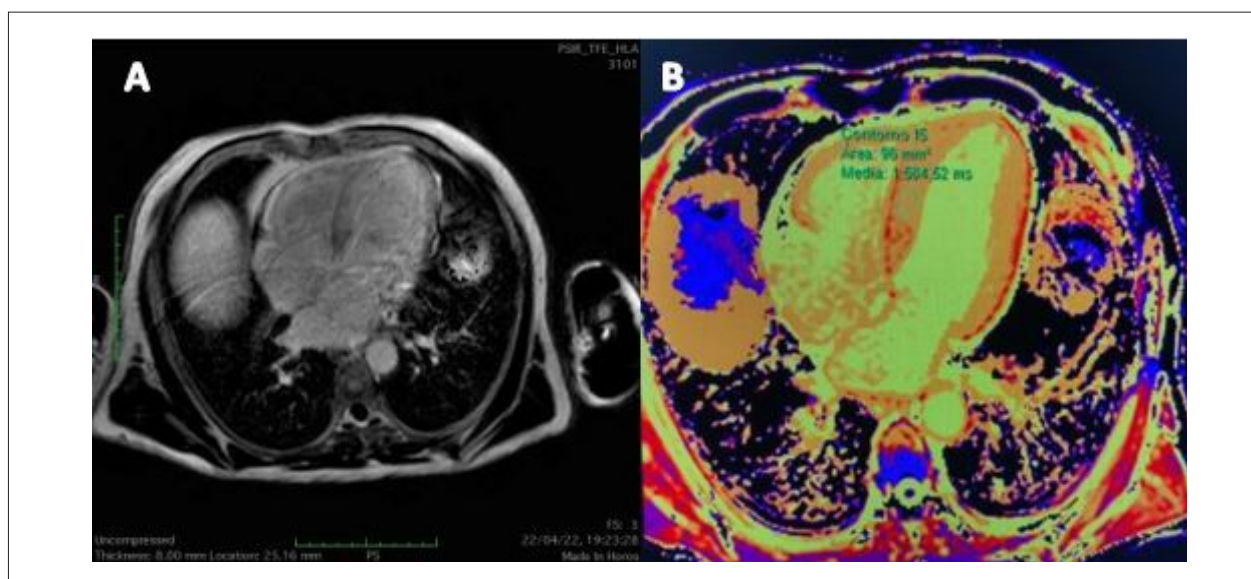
Imagem por ressonância magnética cardíaca. A) Plano em quatro câmaras com realce tardio difuso subendocárdico com gadolínio; B) mapeamento T1 elevado.
